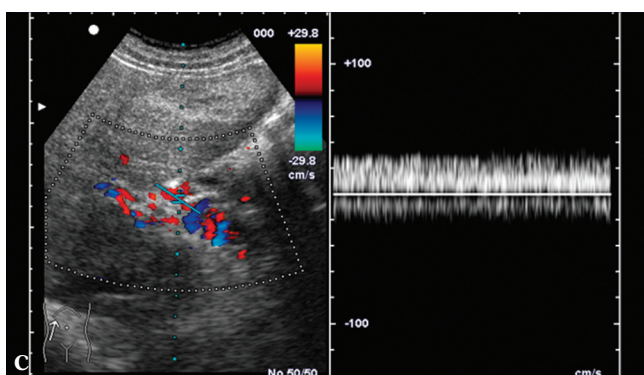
Żyły w ścianie pęcherzyka żółciowego (Sappeya) – doppler mocy
